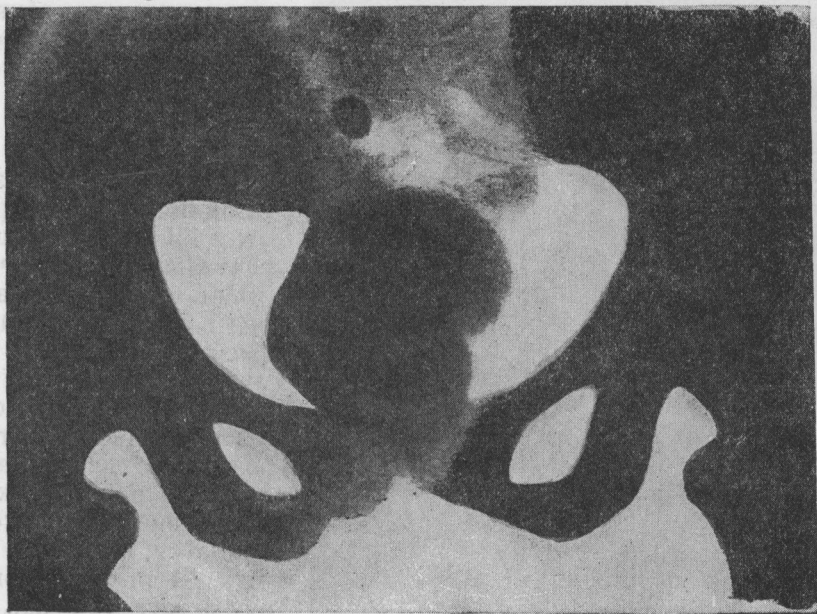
Пельворентгенограмма. Ректальный грязевой тампон (А. Мажбиц).
